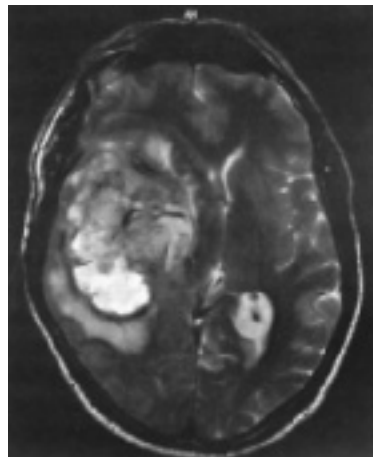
Raumforderndes Astrozytom Grad III/IV mit Mittellinienverlagerung und perifokalem Ödem. T2-betonte MRT-Aufnahme, transversal.
